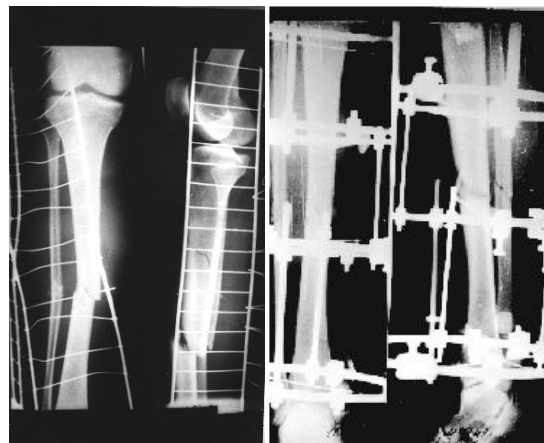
Рентгенограммы больного Л., 49 лет при поступлении и после остеосинтеза
